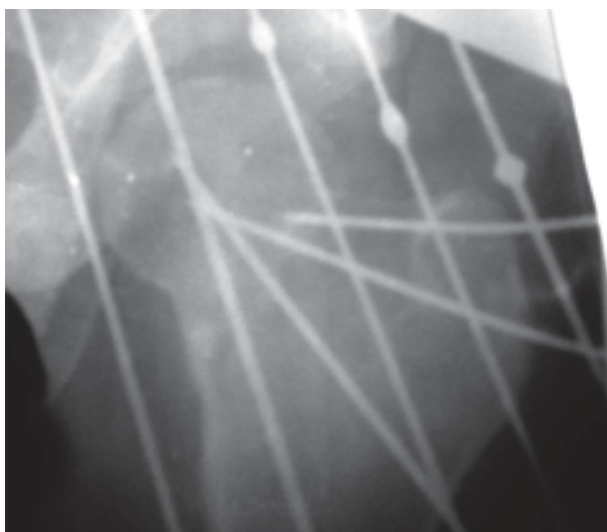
Рентгенограмма с центральной спицей.
